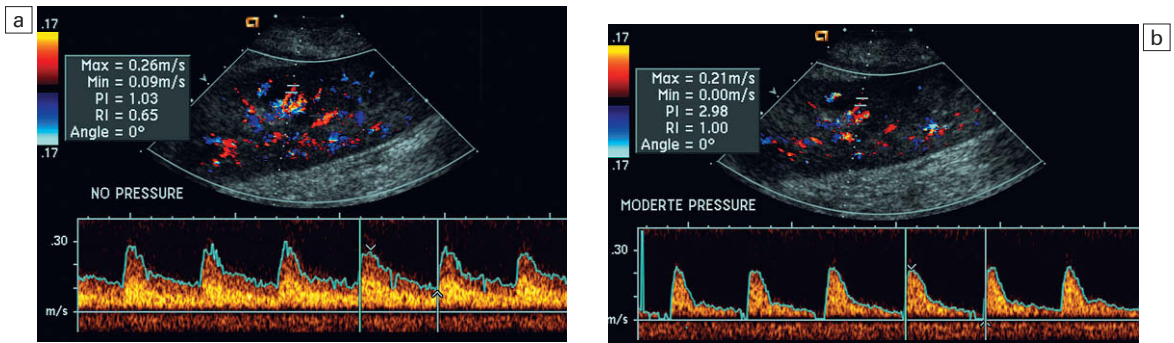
a) Trazado espectral Doppler de la arteria interlobar de un riñón trasplantado, obtenido con un suave contacto del transductor. Obsérvese la forma de onda normal y el índice de resistencia del 65%. b) Cuando se aplica una presión moderada con el transductor, el trazado de la misma arteria muestra ahora un índice de resistencia elevado, del 100%. La presión del transductor es por sí sola responsable de este aumento de la impedancia vascular y de la elevación resultante de la resistencia.
